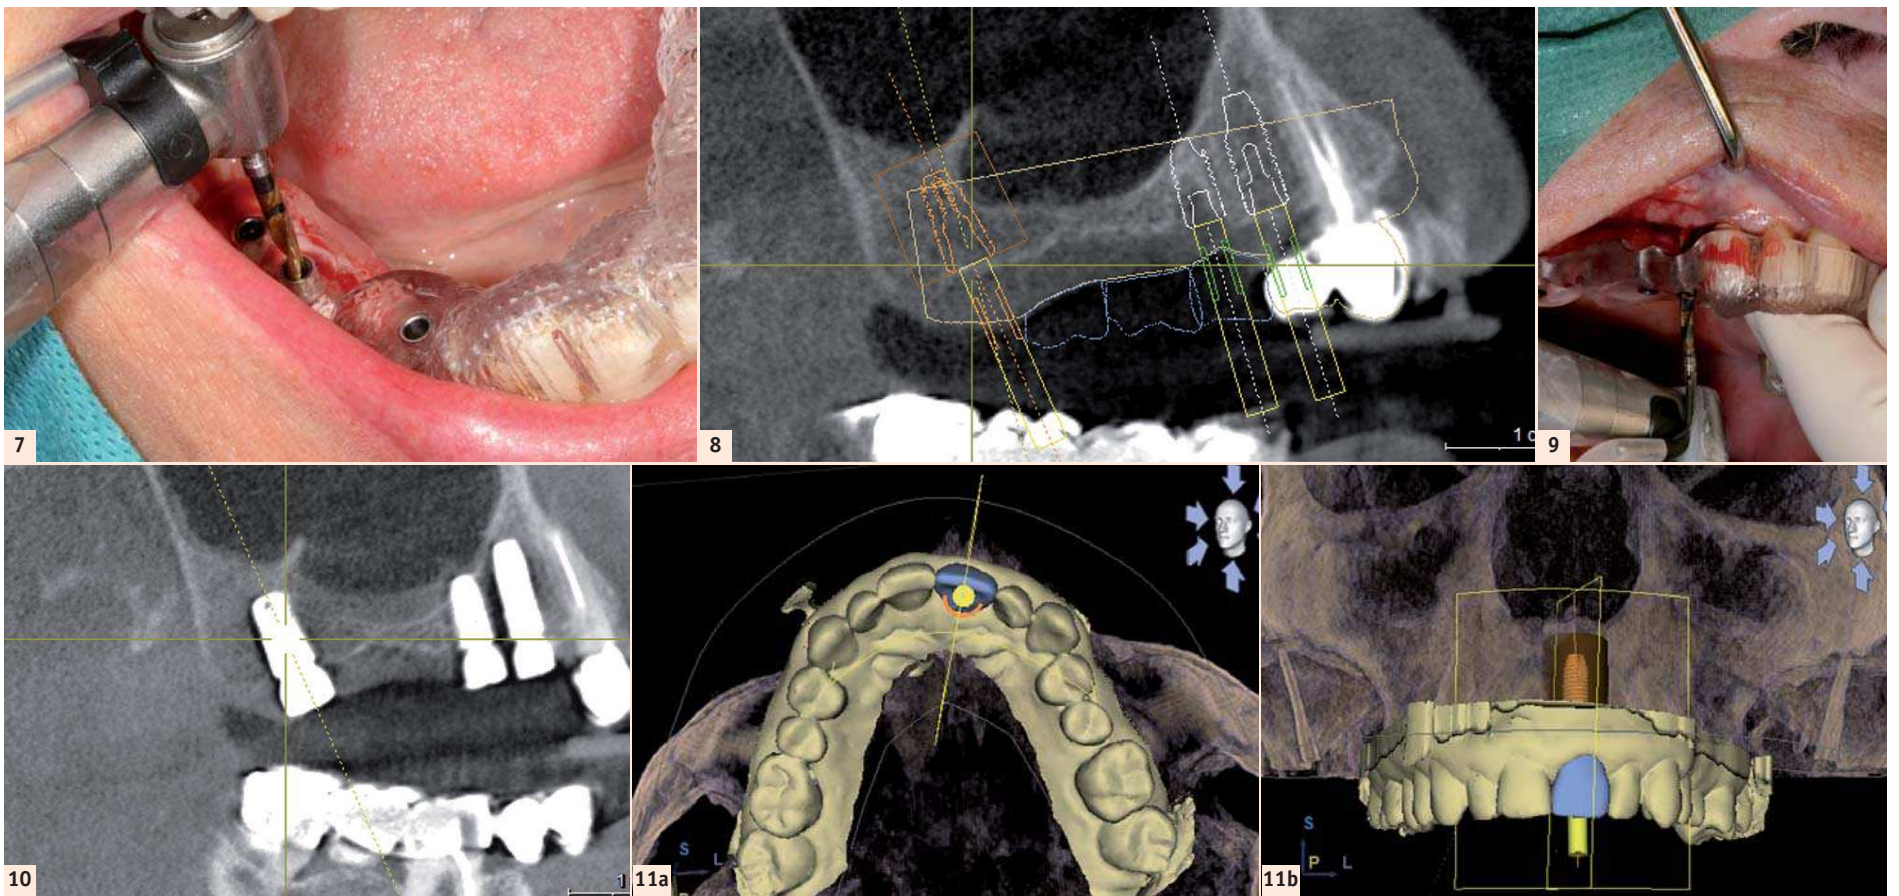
Guide chirurgical en place avec foret 2 mm dans le manchon pilot. | Fig. 8 : Planification implantaire respectant le sinus et le projet prothétique (en bleu). | Fig. 9 : Forage (foret 2 mm) à travers le guide chirurgical garantissant le transfert de la planification dans la bouche du patient. | Fig. 10 : Contrôle radiographique après la mise en place des implants pour contrôler le respect de la planification implantaire. | Figs. 11a et 11b : Projet prothétique virtuel intégré au cone-beam (vue en 3D) avec visualisation de l'axe implantaire (cylindre jaune).
